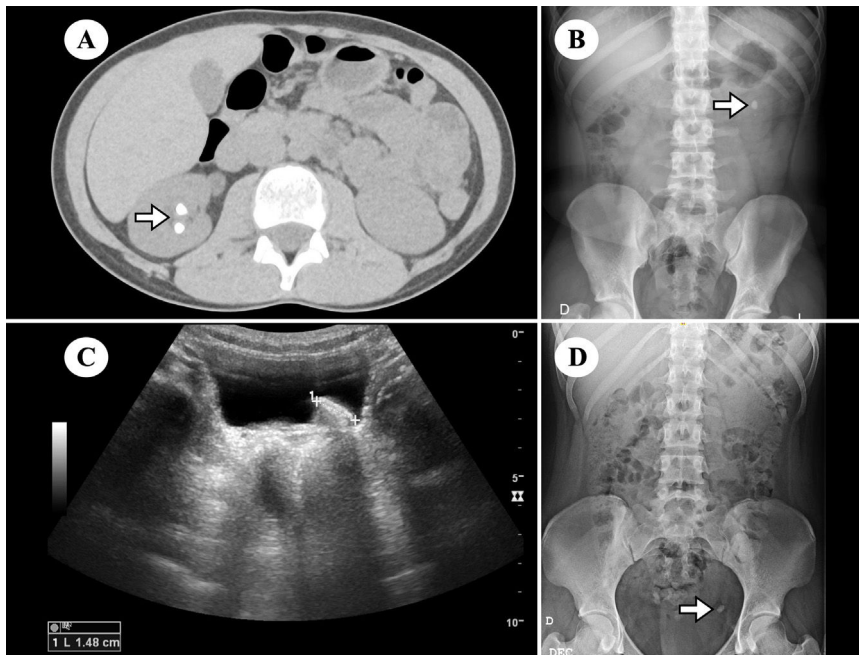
Diferentes modalidades de imagen y localizaciones de los cálculos. Se muestra una tomografía con 2 litiasis renales (A, flecha), una litiasis renal izquierda en una radiografía de abdomen (B, flecha), también una cistolitiasis en ecografía (C) y un cálculo ureteral distal (D, flecha).
